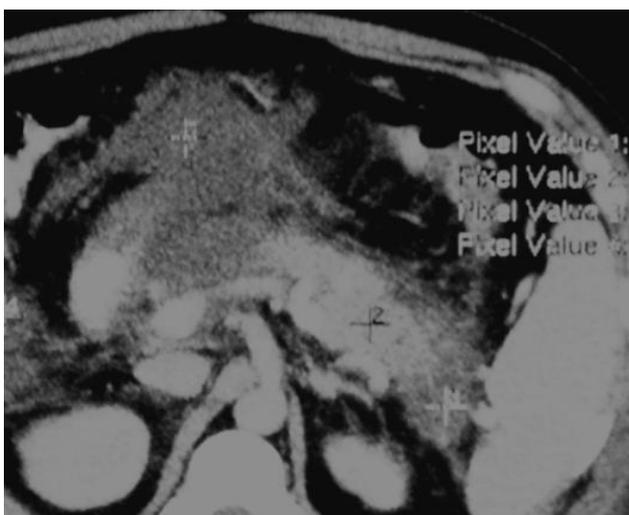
Estudio de TC en fase contrastada que muestra páncreas edematoso, afectado de grasa peri pancreática y colección anterior a la cabeza del páncreas.
